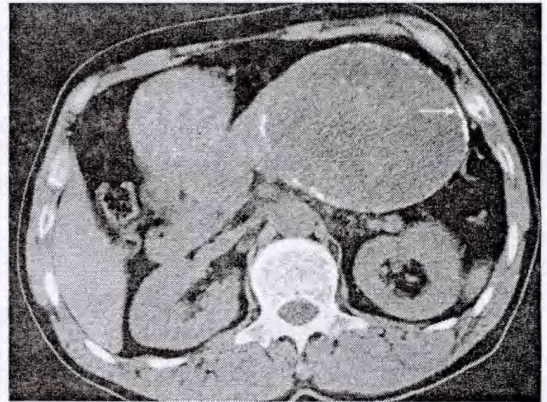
男, 52 岁, 胰尾部囊实性 SPTP, CT 平扫实性成分呈片状与囊性成分相间分布, 间杂斑点钙化, 包膜弧形钙化(箭)。
